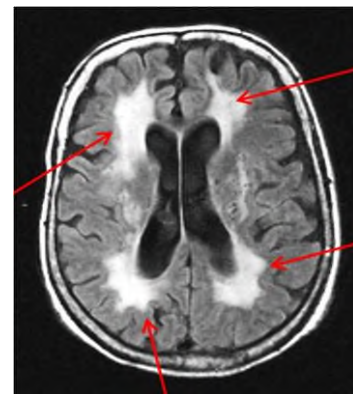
Области лейкоареоза на МРТ мозга (стрелки)
